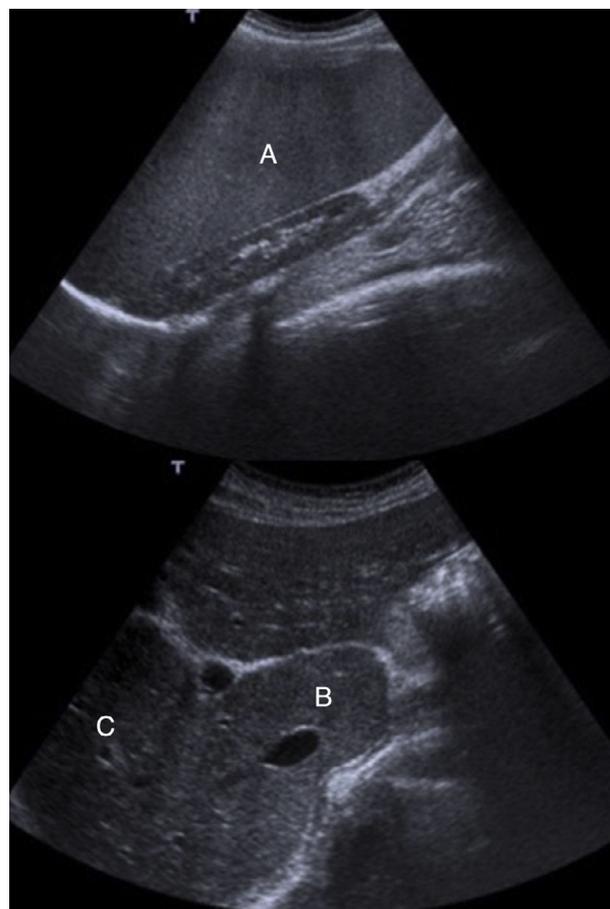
Ecografía hepática. En los cortes mostrados se aprecian los signos característicos de cirrosis hepática: A) Esplenomegalia de 184 mm; B) Hipertrofia del lóbulo caudado, y C) Hipotrofia del lóbulo hepático derecho.
